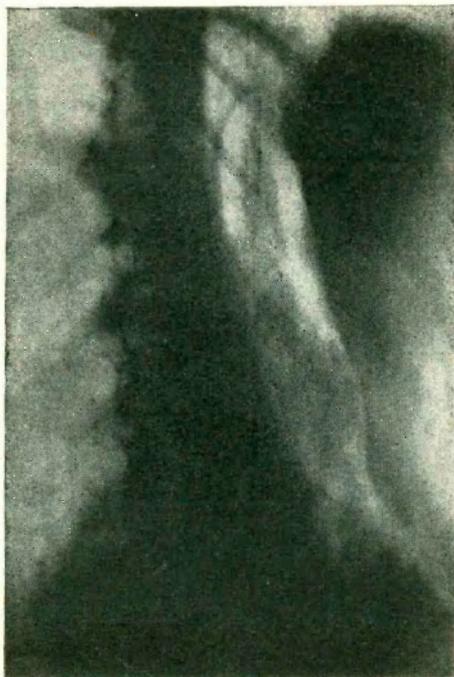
Radiografía con enfisema perirrenal y foco localizado en el lado derecho. Confirma lo dicho en la figura 5.
